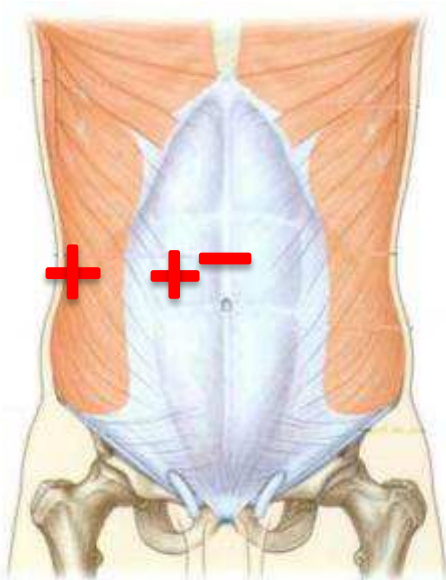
Localisation des mesures d'effort avec la sonde échographique
